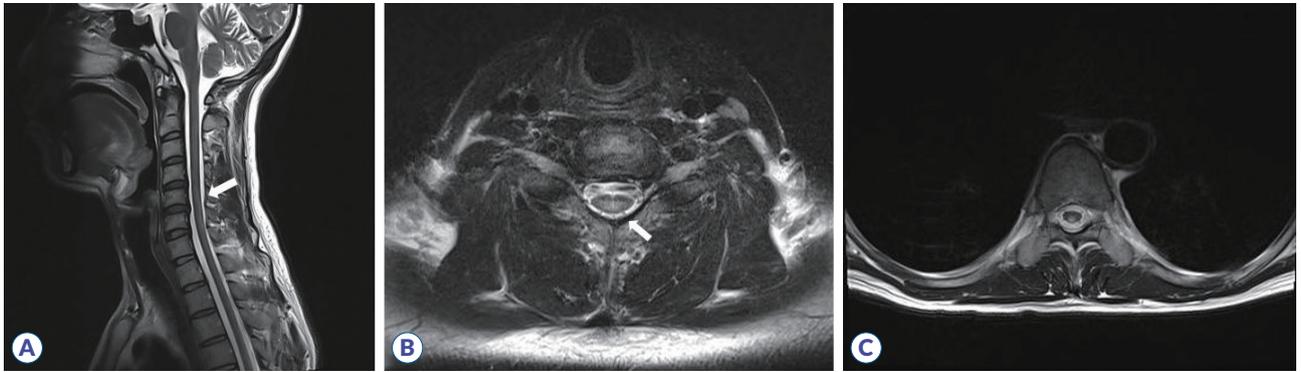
Spinal cord magnetic resonance imaging. (A) Sagittal and (B, C) axial T2-weighted images show abnormal longitudinally extensive hyperintensities (white arrow) involving the posterior columns from C5 through T10 levels (B: C7 level, C: T9 level).
